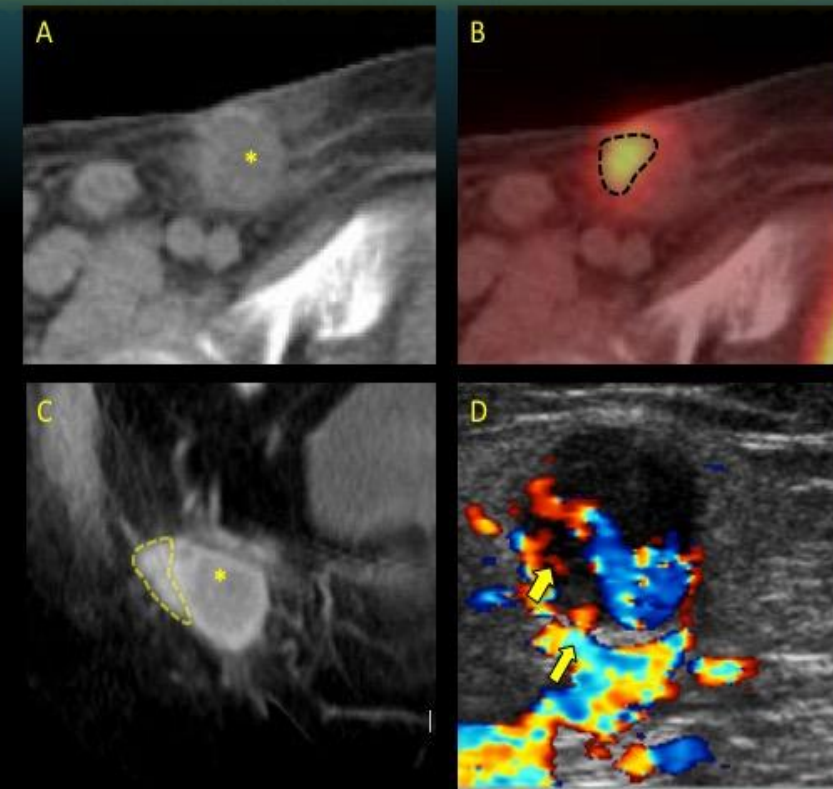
TC sin contraste (A), PET/TC (B), TC portal (C), Doppler hi-freq (D): signos de infiltración ganglionar
